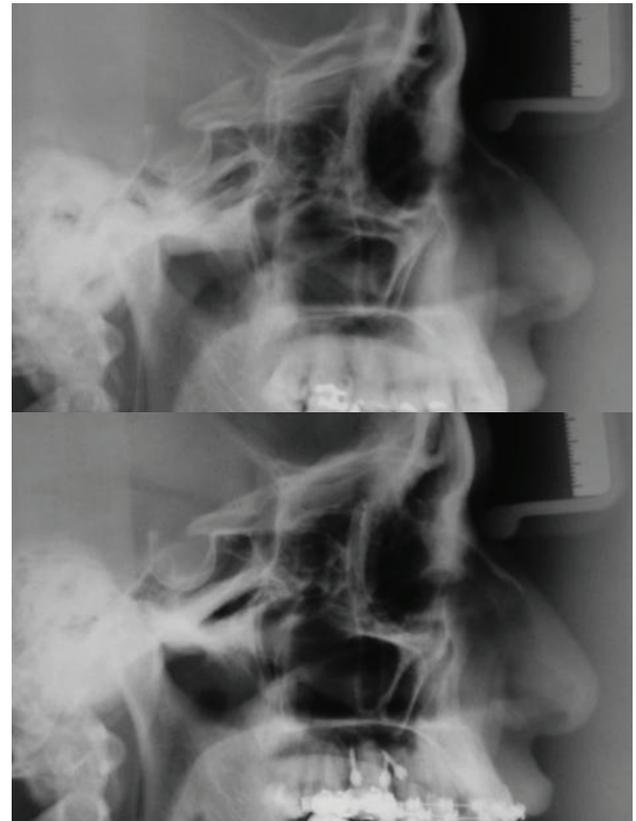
Telerradiografias tomadas antes e após a intrusão.
